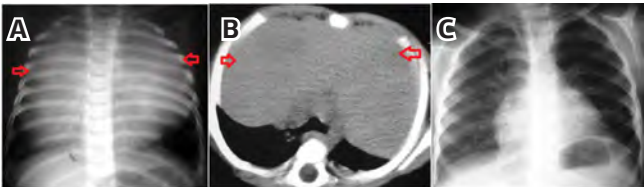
Preoperative posteroanterior chest X-ray showed consoladation on bilateral upper lobes, right lobe and lingula(A). Preoperative CT scan showed a huge mass that is filling the both lung parancymal distances beginning from anterosuperior compartment of mediastinum and surrounding the hearth(B). Postoperative posteroanterior chest X-ray(C).
